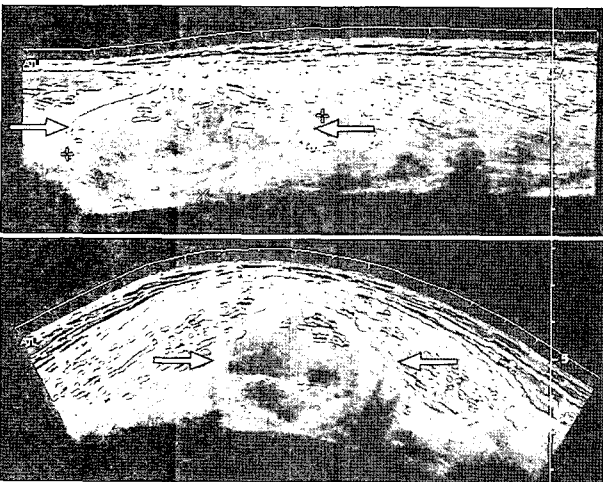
At ultrasonographic examination, torn and retracted tendon at musculotendinous junction is visualized. (Bell-Clapper sign, marked with arrows.)
